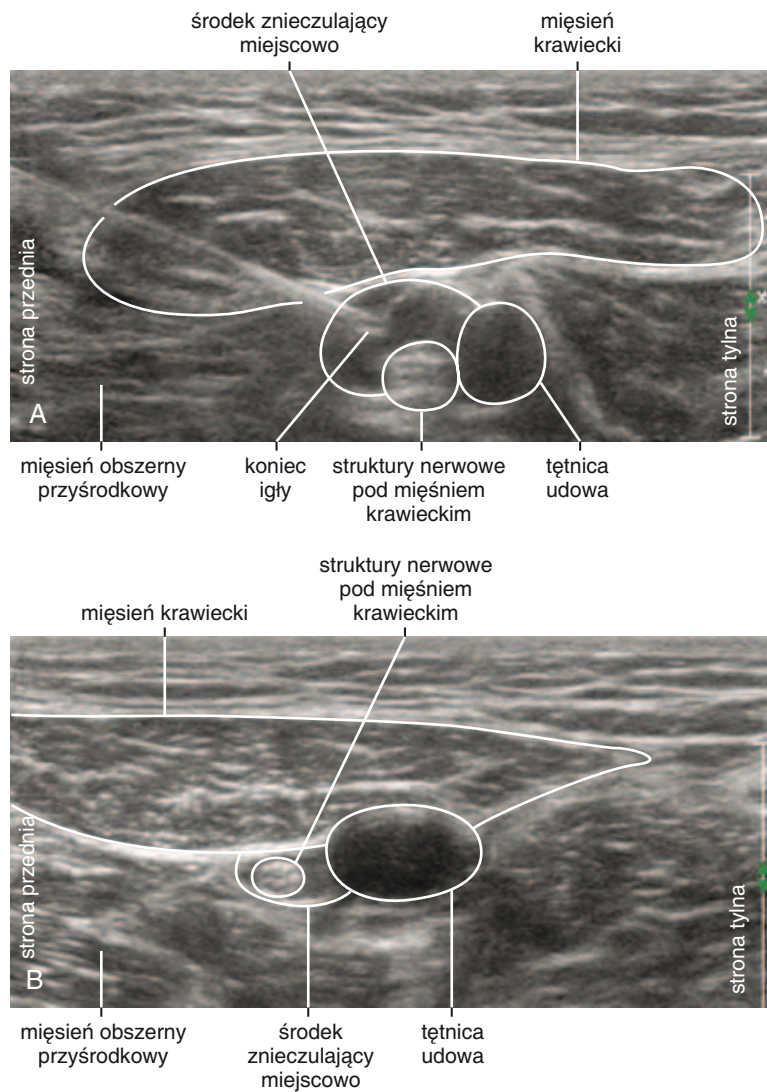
Mięsień krawiecki, tętnica udowa i struktury nerwowe pod mięśniem krawieckim w środkowej części uda – projekcja w osi krótkiej. Żyłę udową uciska głowica aparatu USG.
